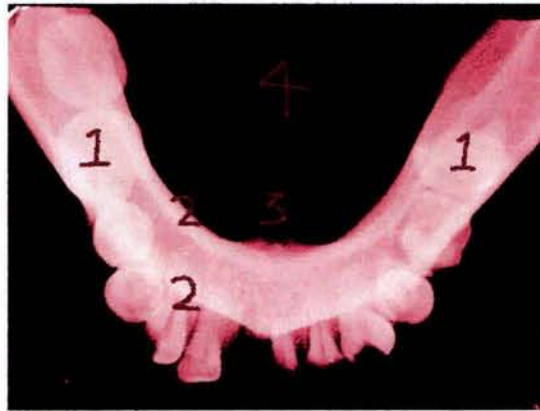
Radiografía oclusal de la mandíbula.
